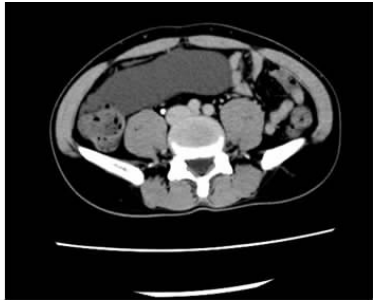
腹部增强 CT 延迟期(延迟 3 min)
